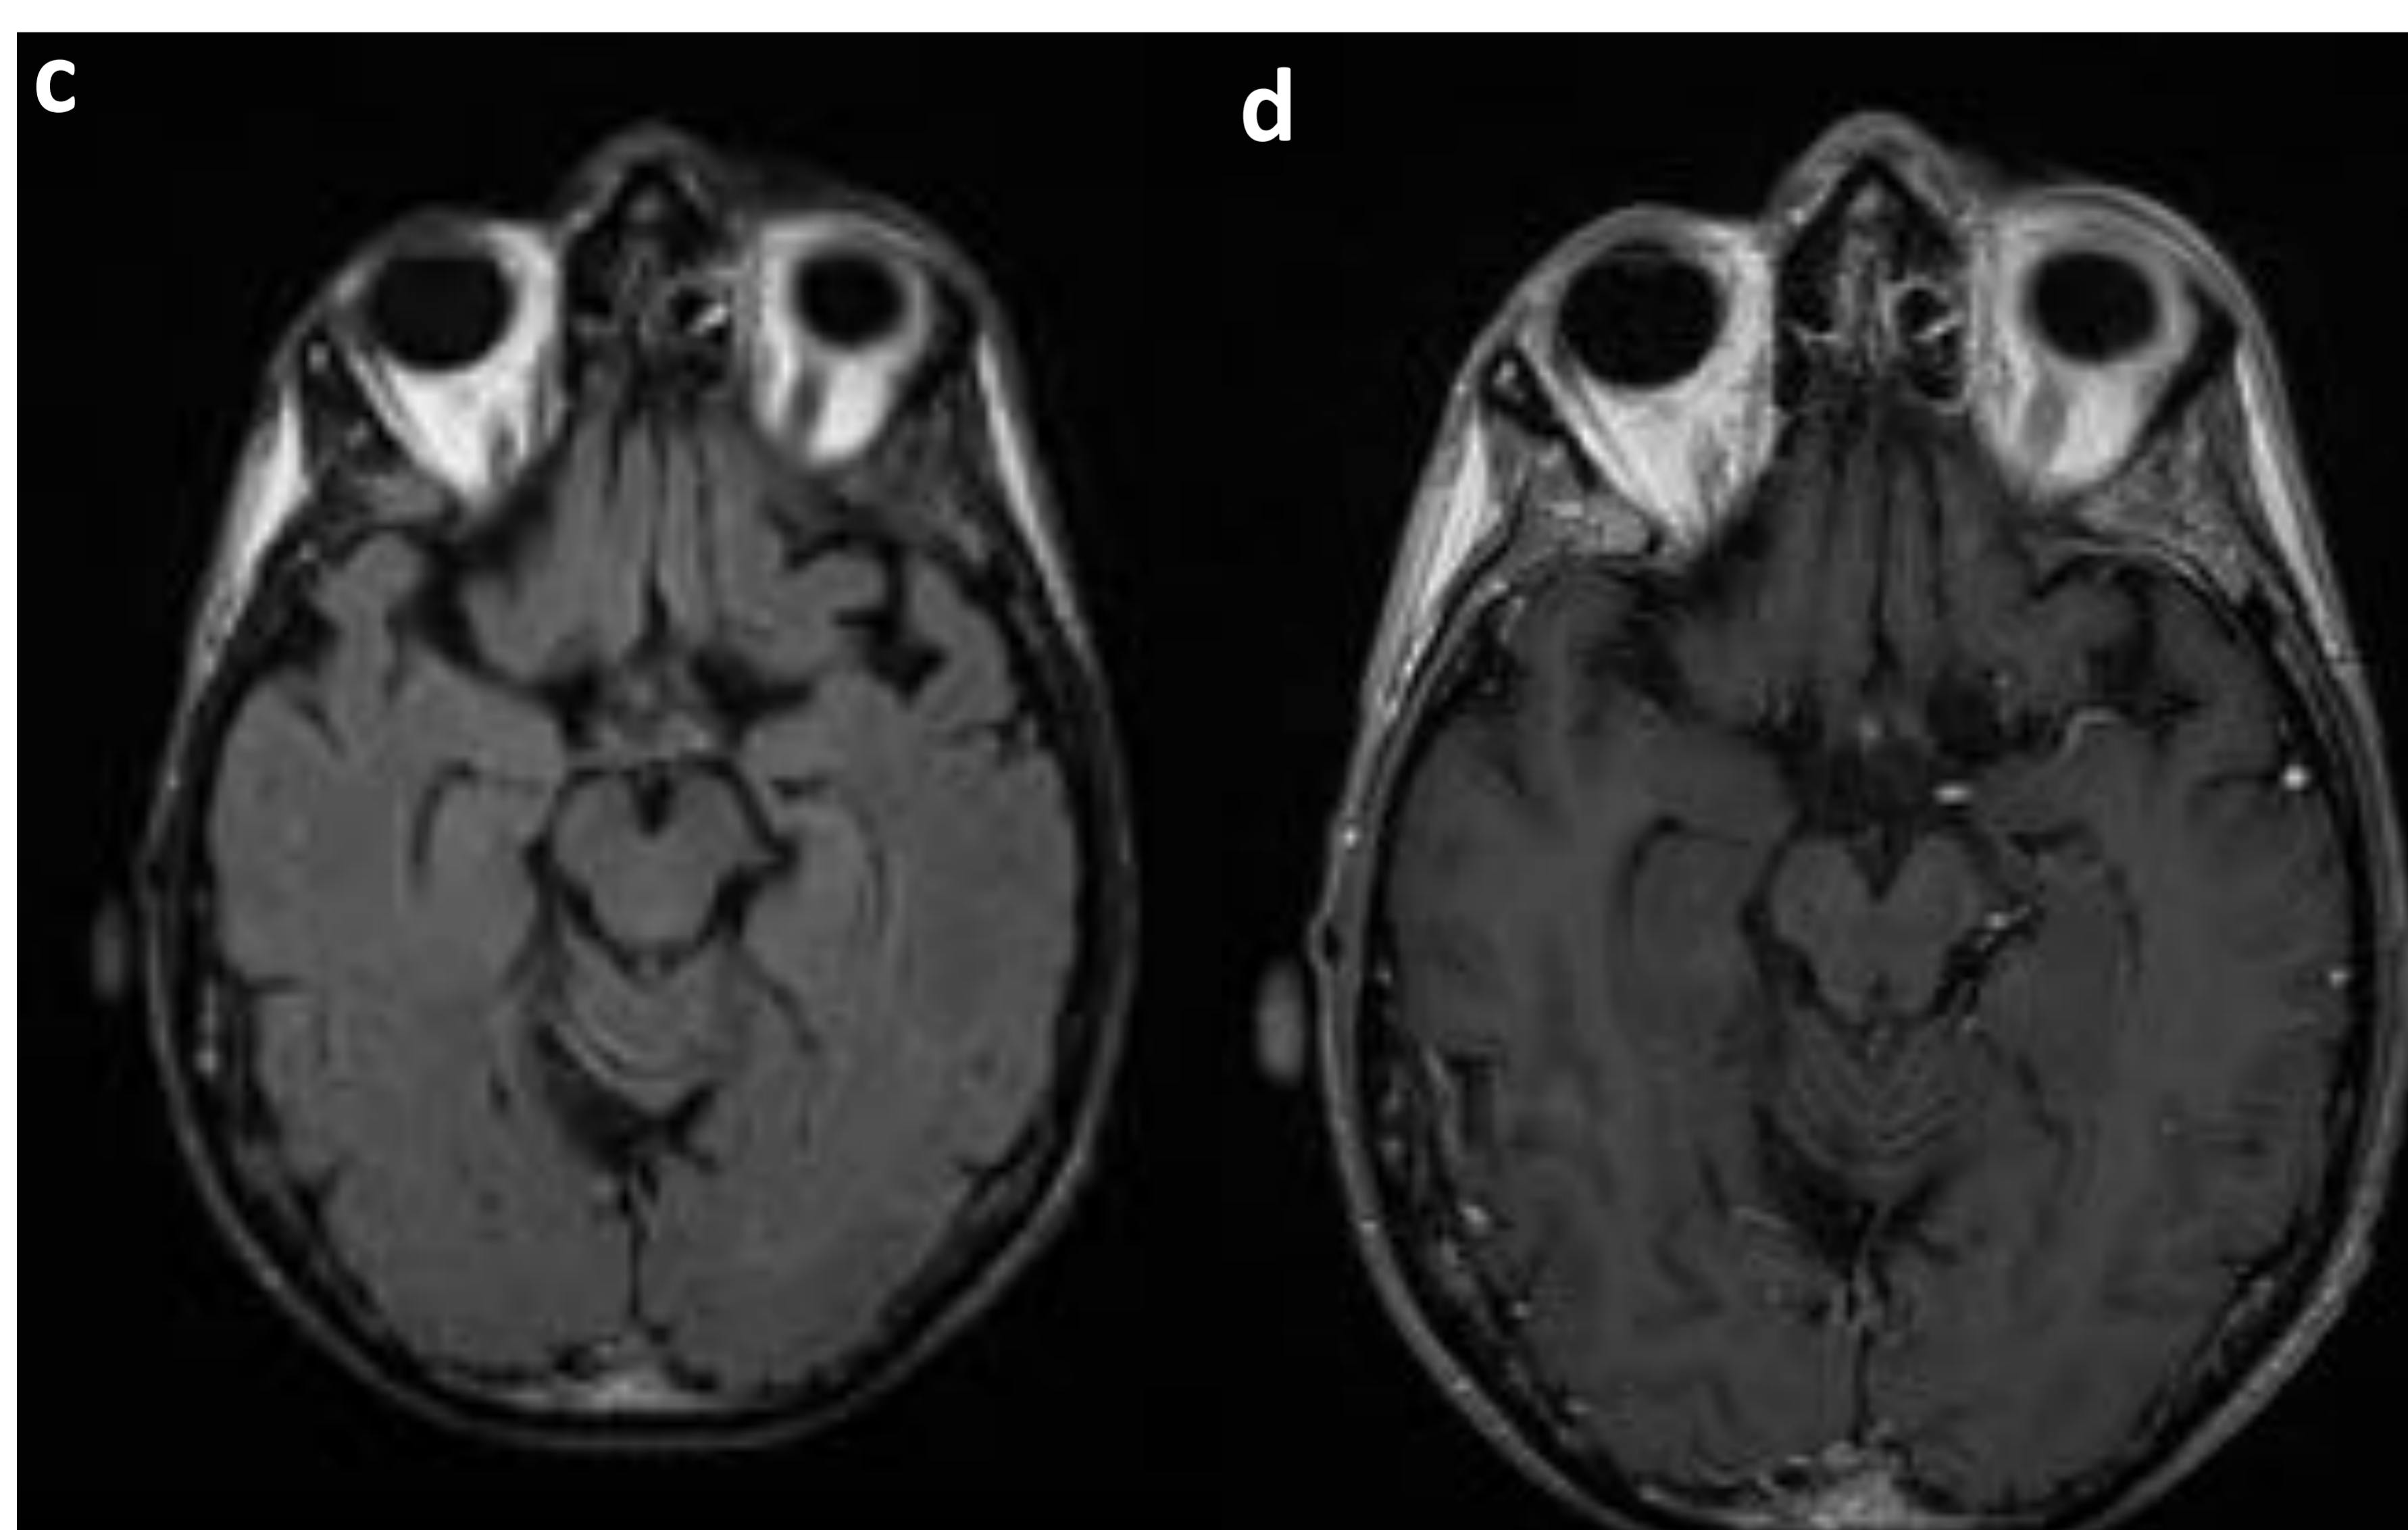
Paciente 1: RM de control a los 3 meses. a) FLAIR con contraste, b) T1 con contraste. Resolución de la afectación cortical, sin captaciones patológicas de contraste.
